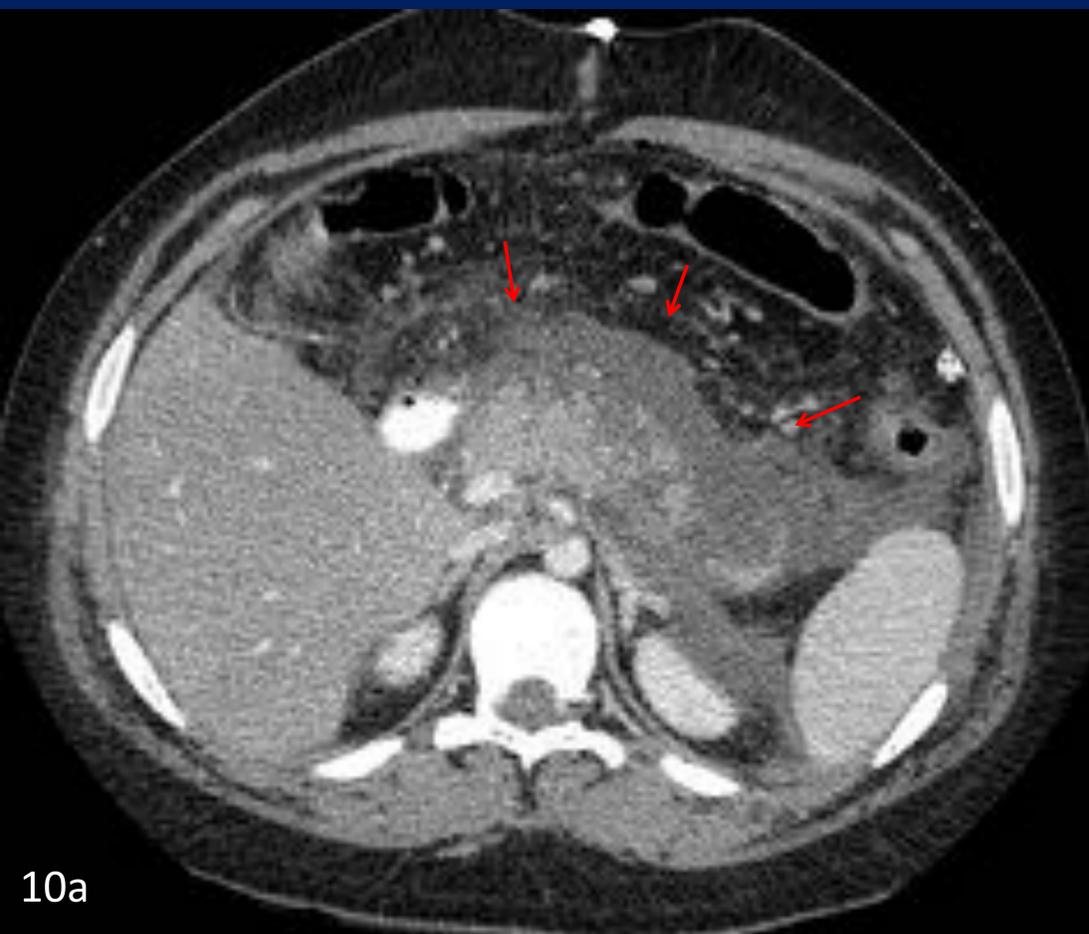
Pancreatitis aguda severa en un niño de 13 años. (a,b,c,d). Tc de abdomen con contraste IV. (a) Glándula pancreática aumentada de tamaño con zonas de necrosis y líquido libre peripancreático. (b, c y d) Tc de control realizado al mes por mala evolución clínica. Pseudoquistes pancreáticos con tendencia a la coalescencia. (e). Ecografía mostrando la colección de mayor tamaño.
